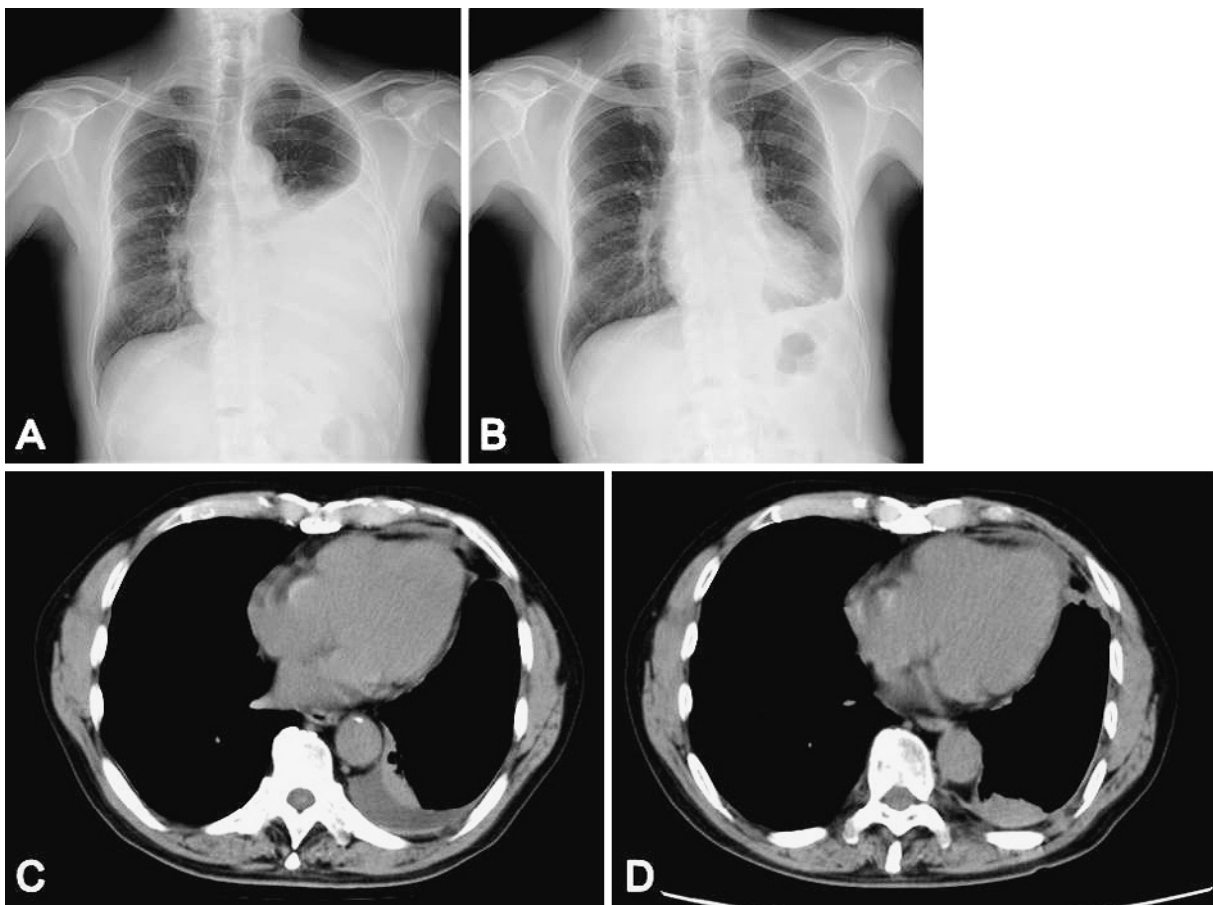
Plain chest X-rays (A, B) and computed tomography scans (C, D). A significant amount of left pleural effusion was evident on the initial examination conducted in July 2012 (A). No obvious effusion or progressive pleural lesions were apparent in July 2014 (B). No effusion or progressive pleural lesions were seen over the two-year course from pleurocentesis in July 2012 (C) to follow-up in July 2014 (D).
